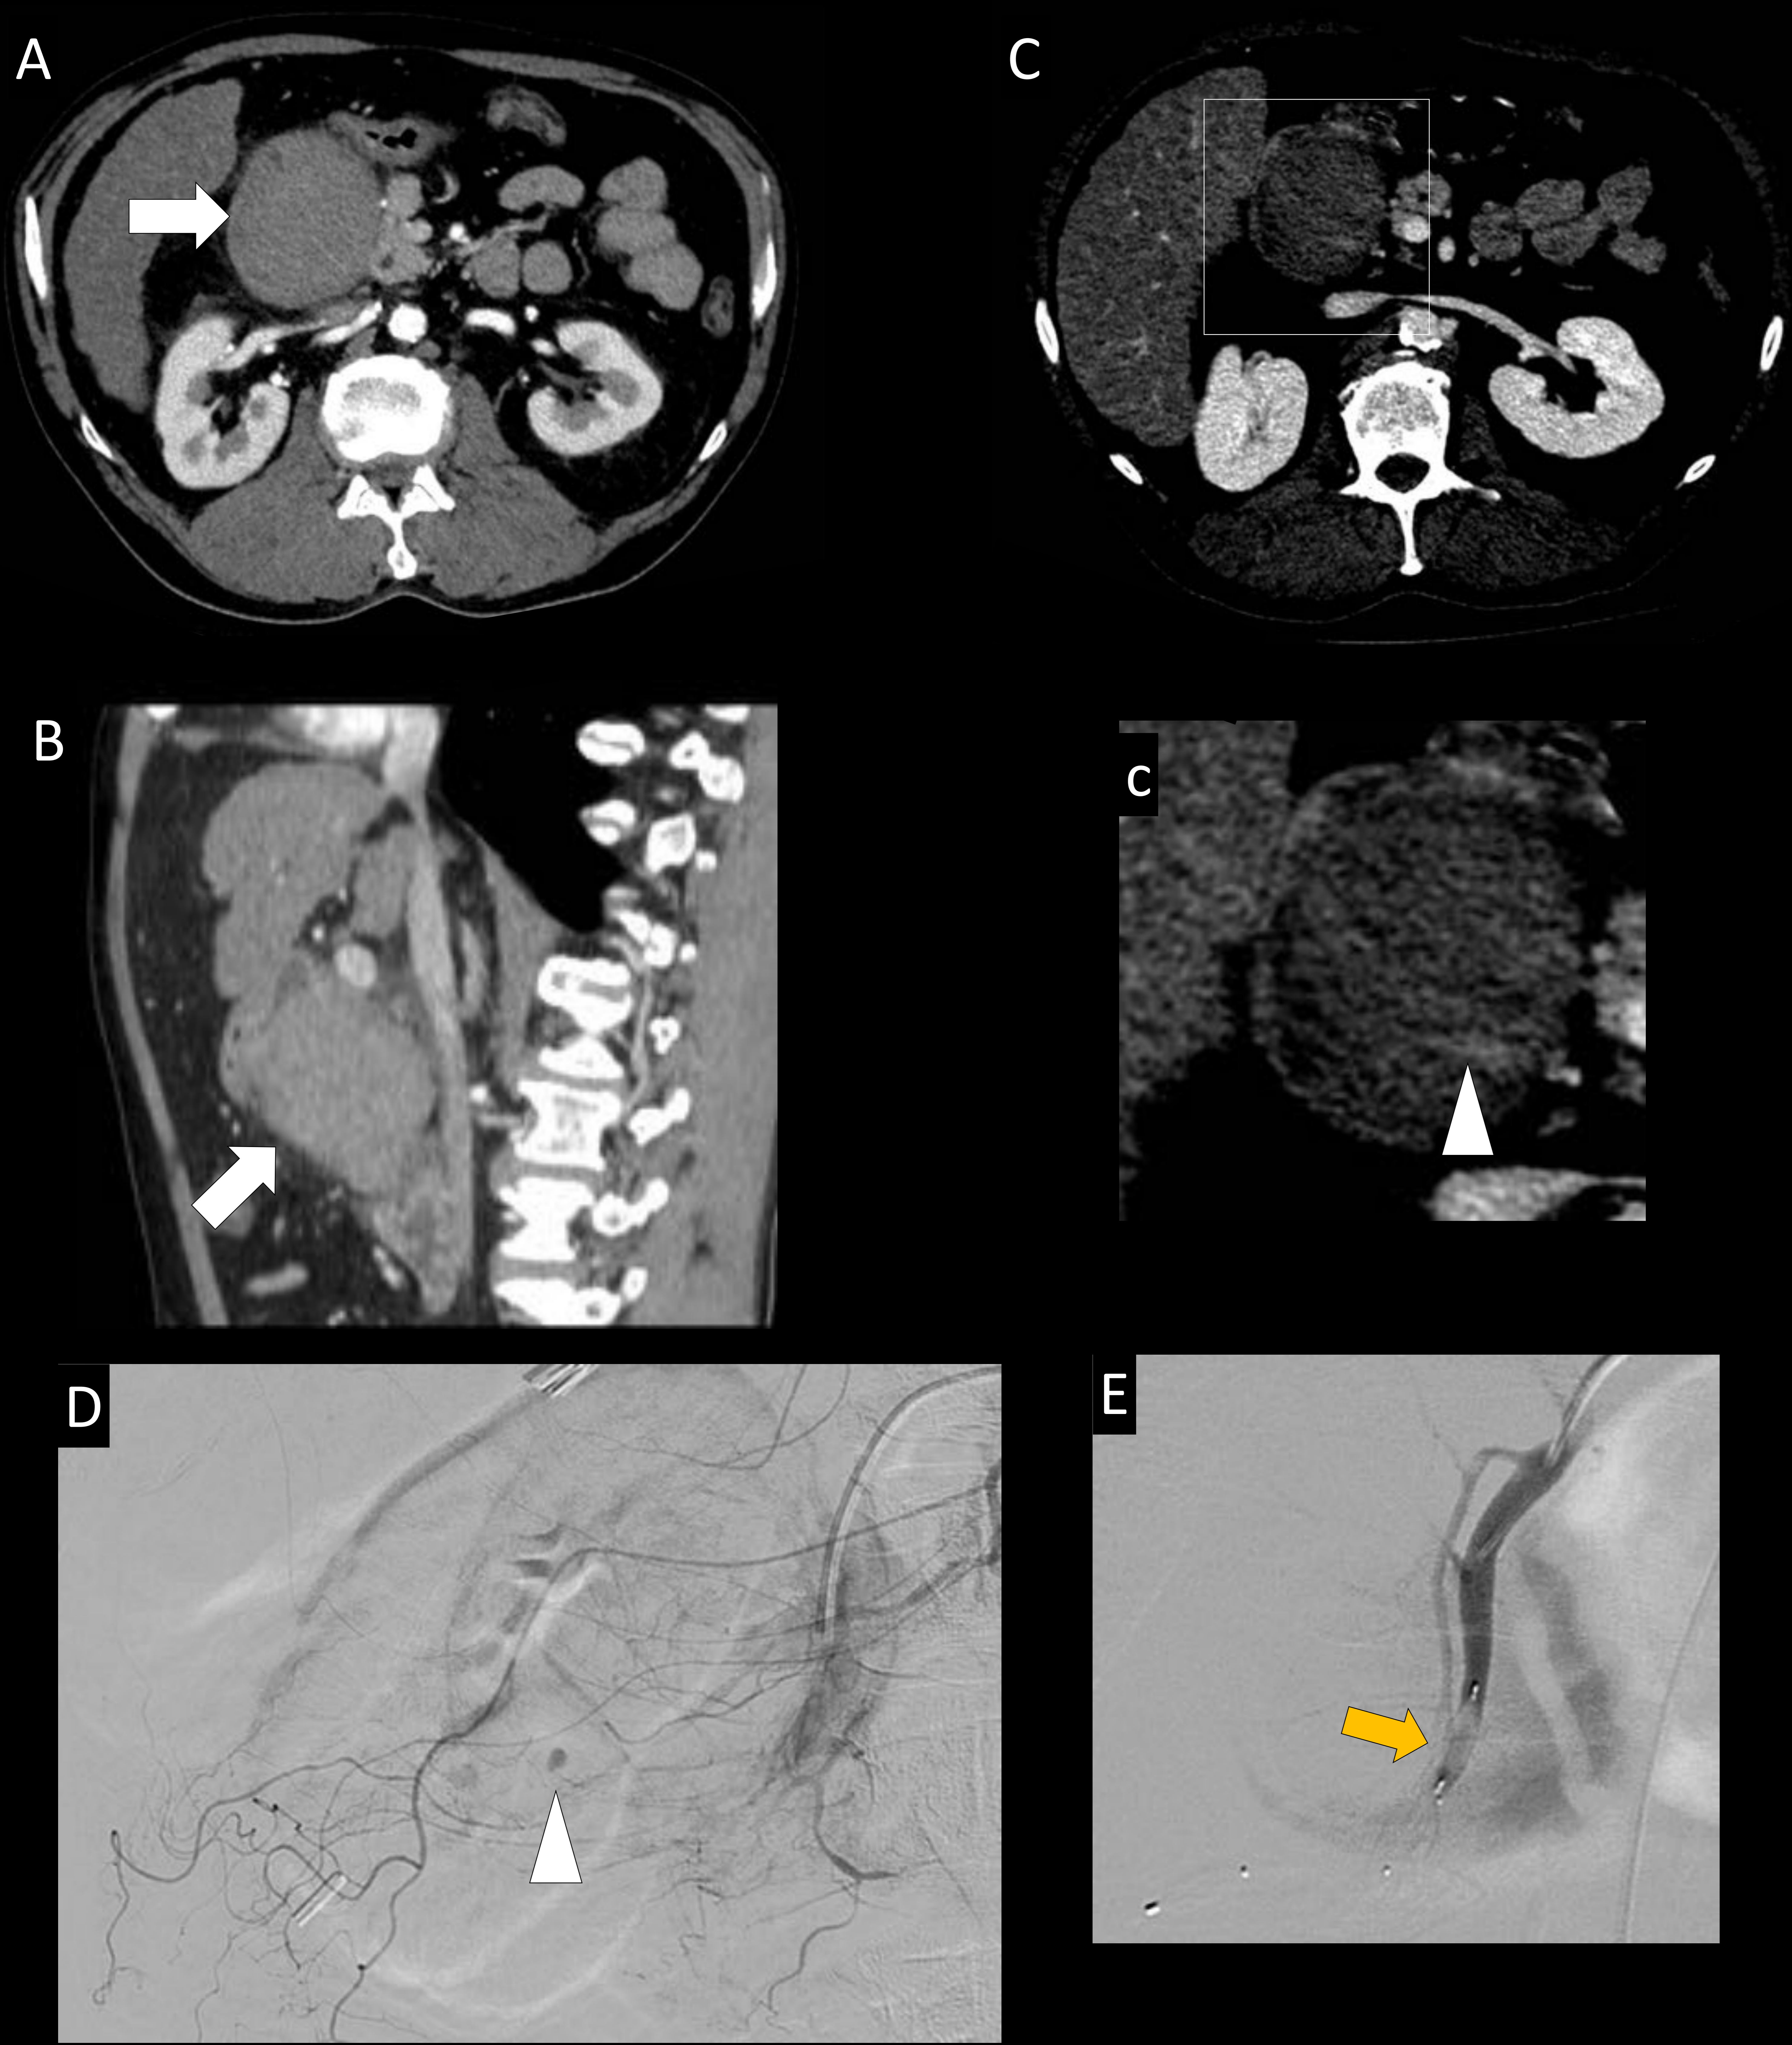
Varón de 59 años con hepatopatía crónica avanzada que acude por hemorragia digestiva alta. Imágenes de TC abdominal en fase arterial en los plano axial (A) y sagital (B) y en fase portal (C y c). Se aprecia una formación nodular hiperdensa intramural (flecha blanca) en la cara medial de la segunda porción duodenal que deforma el luminograma normal del duodeno. En el estudio portal (C y c) se aprecia un foco milimétrico de extravasación de contraste en el interior de la lesión (cabeza de flecha blanca) que se confirmó en la arteriografía selectiva de la arteria gastroduodenal (D). Se decidió, debido al mal estado general del paciente, embolizar la arteria gastroduodenal proximal con tapón vascular MVP (flecha naranja en E). En los estudio de seguimiento de imagen y endoscopia no se identificaron lesiones subyacentes siendo compatible con un hematoma intramural duodenal espontáneo.
